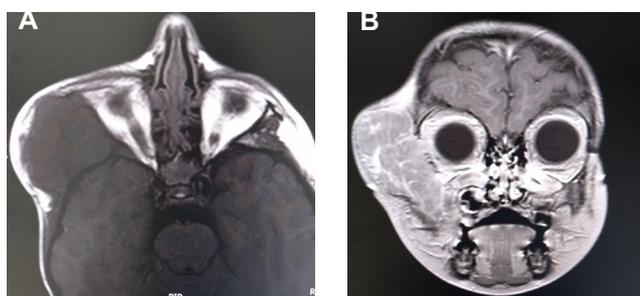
Paciente masculino de 2 años con historia de crecimiento de una masa en la región temporal derecha. A. Resonancia T1 sin contraste corte axial y masa isointensa homogénea independiente del parénquima cerebral y de la cavidad orbitaria. B. Resonancia con contraste T1 corte coronal en la que se observa un signo botriode. Imágenes tomadas de la Fundación Hospital de la Misericordia.
